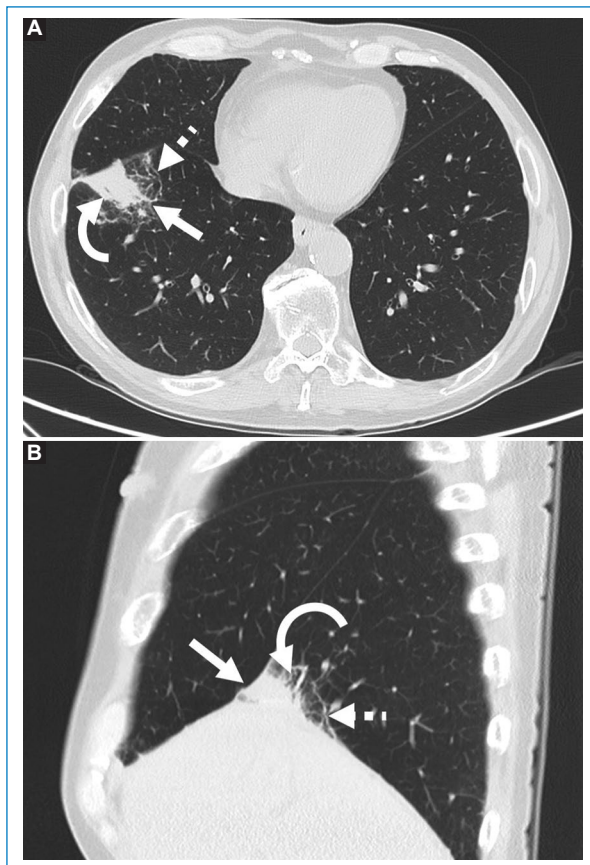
Hombre de 67 años con diagnóstico reciente de carcinoma orofaríngeo en estudio para estadificación con TC sin contraste. A: imagen axial que muestra consolidación pulmonar en el lóbulo inferior derecho (flecha) con fino broncograma aéreo (flecha curva) y áreas de reticulación periférica (flecha rayada). B: imagen sagital que confirma consolidación en contacto con la pleura basal y la cisura mayor (flecha) con fino broncograma aéreo (flecha curva) y áreas de reticulación periférica (flecha rayada).
